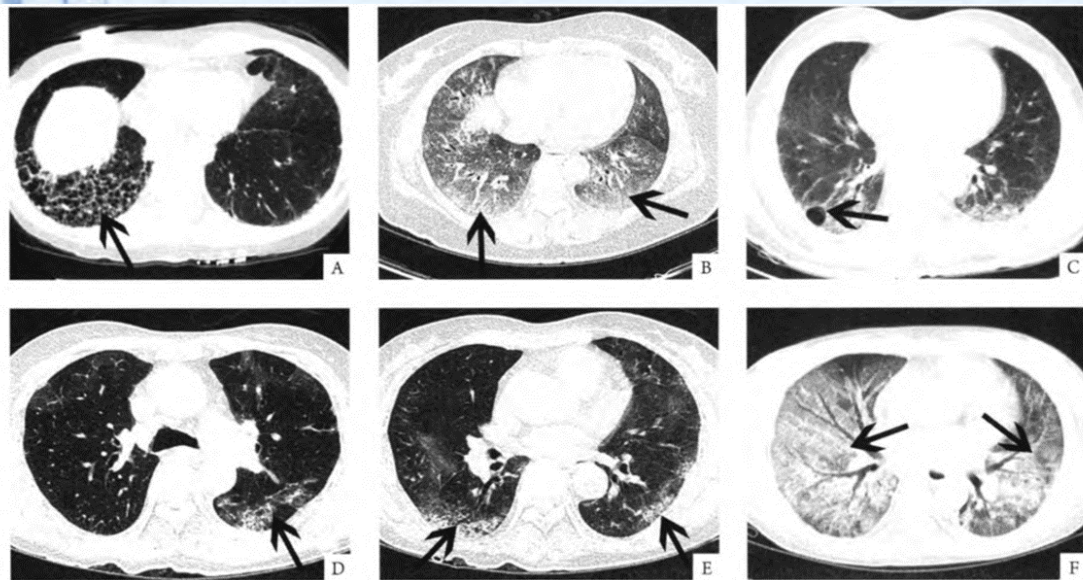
典型 CTD-ILD 的 HRCT 肺窗图像
